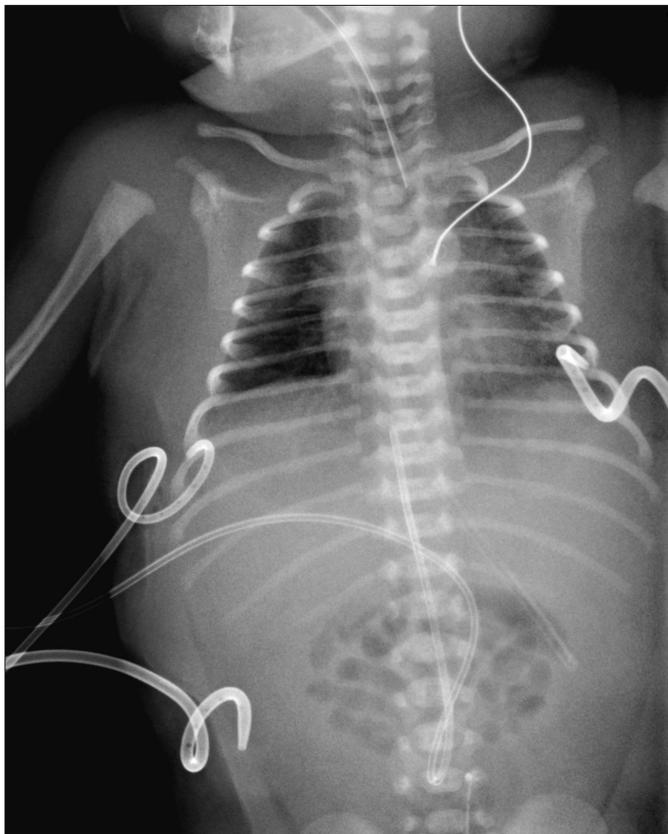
Radiografía AP de tórax-abdomen.
